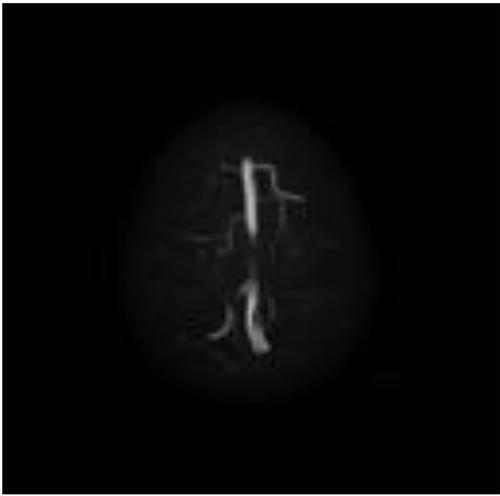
Mismo paciente que en la Fig. 3. Venografía-RM. Asimetría en venas corticales que sugieren trombosis cortical frontoparietal derecha y parietal izquierda.
